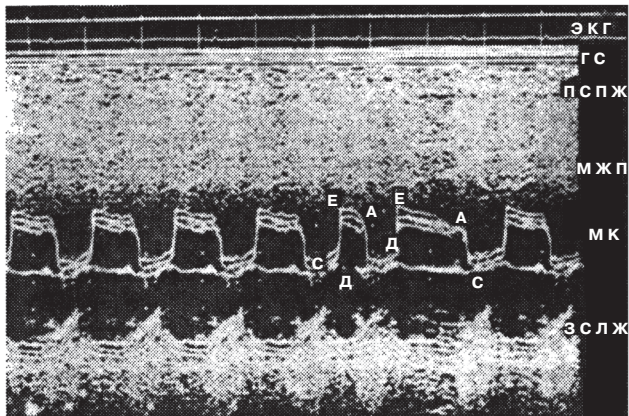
Одномерная эхокардиограмма, зарегистрированная из парастернального доступа на уровне митрального клапана у больного с митральным стенозом. Заметно уплощение кривой движения передней створки МК в диастолу, резкое снижение амплитуды А-волны, однонаправленное движение передней и задней створок МК.
